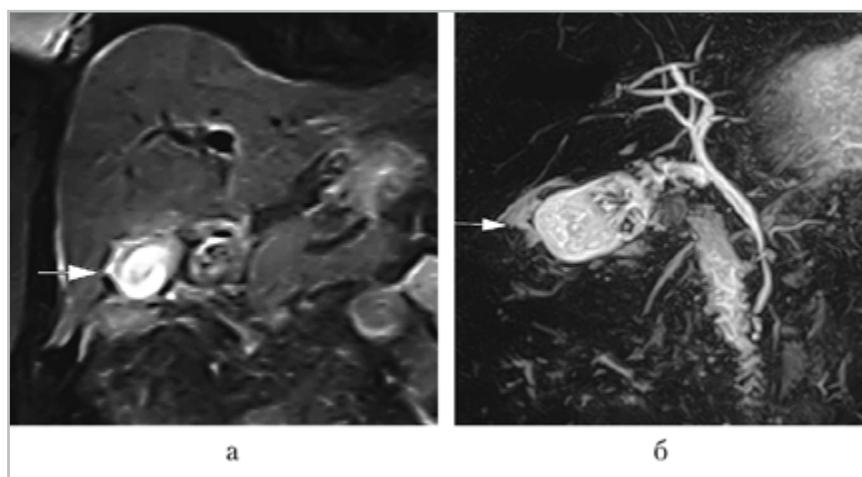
МР-томограммы брюшной полости, Т2-ВИ с подавлением сигнала от жира во фронтальной плоскости (а) и МРХПГ (реконструкция по максимальной интенсивности) (б) — в просвете желчного пузыря гипоинтенсивные включения (конкременты), стенка пузыря утолщена, признаки перихолецистита — прилежащая паренхима печени инфильтрирована (стрелки)
